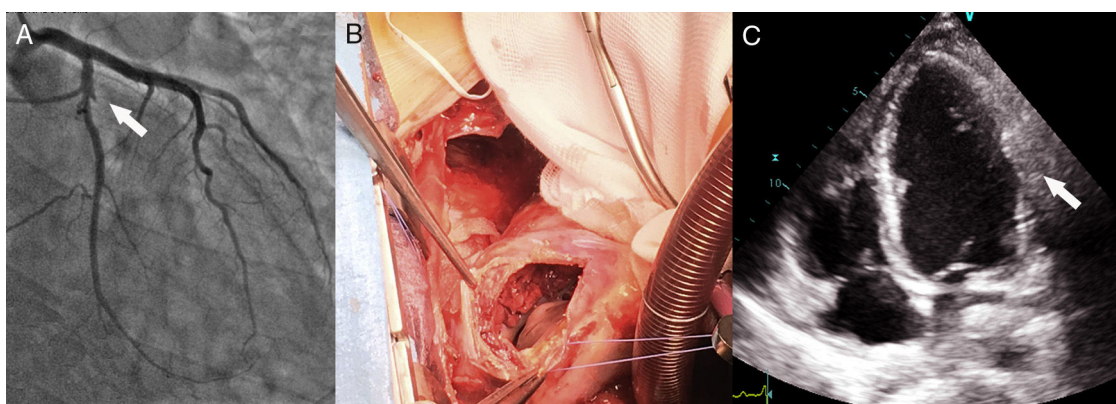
A) Coronariografía invasiva mostrando la oclusión completa ostial de la primera rama marginal (flecha). B) Imagen intraoperatoria mostrando el pseudoaneurisma en la cara lateral abierto, con trombo adherido. C) Ecocardiograma postoperatorio donde se puede apreciar el parche en la cara lateral (flecha).
